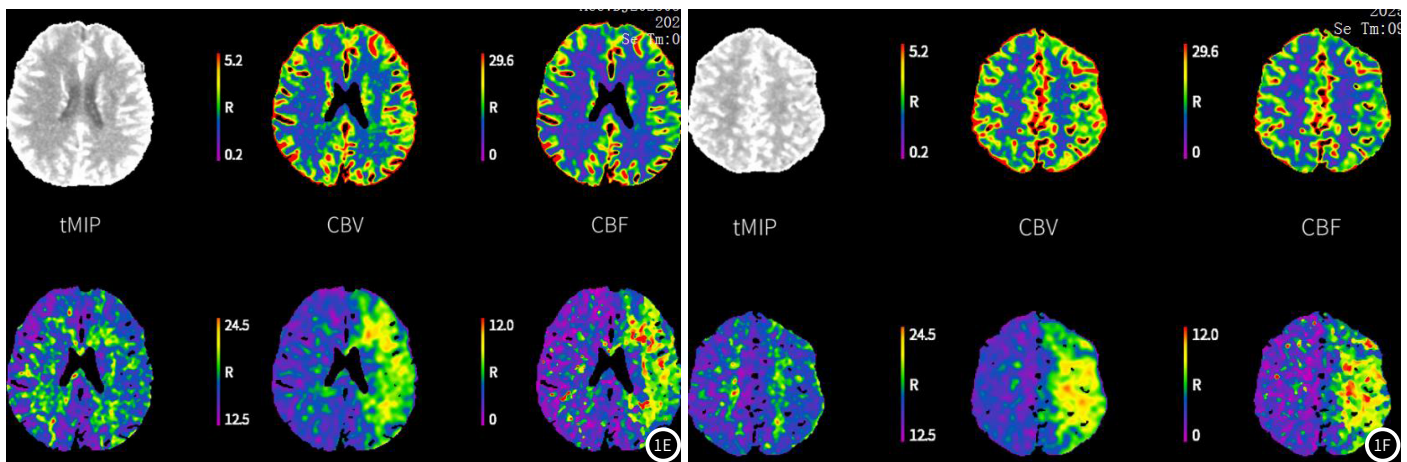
急性脑梗死患者入院时CT灌注成像检查图片(图1A、图1B患者左侧大脑半球异常灌注,目标组织中所有残余功能全部达到峰值的时间延迟,MTT延迟,CBF减低;图1C患者左侧大脑半球异常灌注,目标组织中所有残余功能全部达到峰值的时间延迟,MTT延迟,CBF减低;图1D患者左侧额颞顶叶异常灌注,MTT延迟,局部CBF减低,CBV增高;图1E、图1F患者左侧额颞顶叶异常灌注,目标组织中所有残余功能全部达到峰值的时间延迟,MTT延迟,局部CBF减低,CBV增高)。
